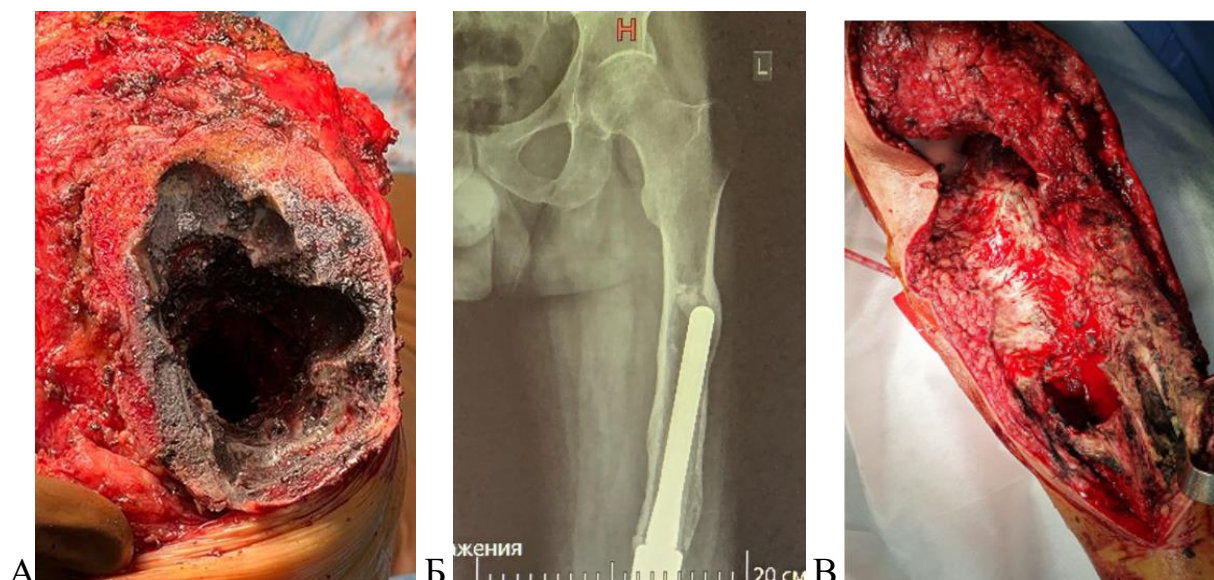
Виды костных дефектов: А – обширный метаэпифизарный костный дефект; б) диафизарный костный дефект на фоне нестабильности компонентов эндопротеза – рентгенограмма в прямой проекции; В – комбинированный костный дефект (фото из архива автора)
